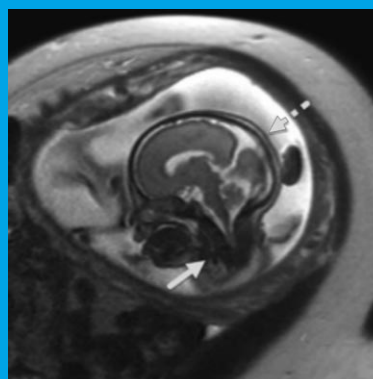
На МРТ головного мозга и шеи плода выявлены атрезия (стрелка) шейного отдела трахеи, отек кожи головы (пунктирная стрелка).
